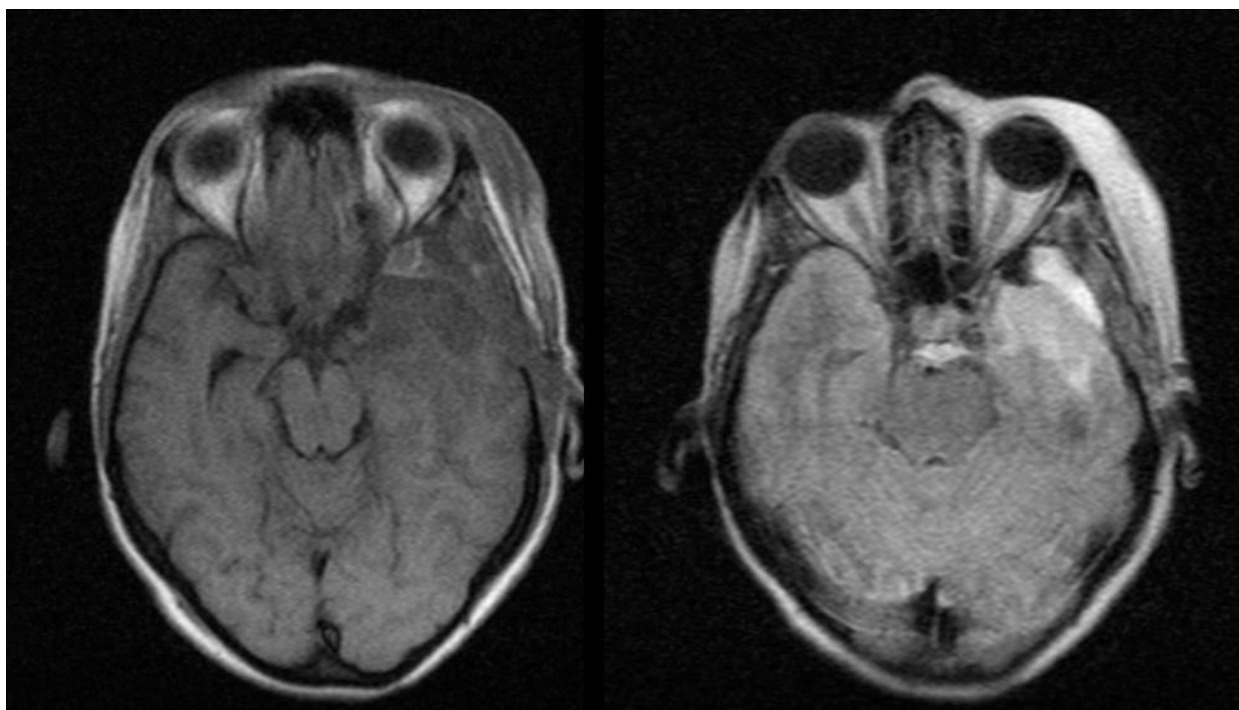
Контрольне МРТ обстеження головного мозку у пацієнта Л. через 1 місяць після тотального видалення менінгіоми крила основної кістки зліва
